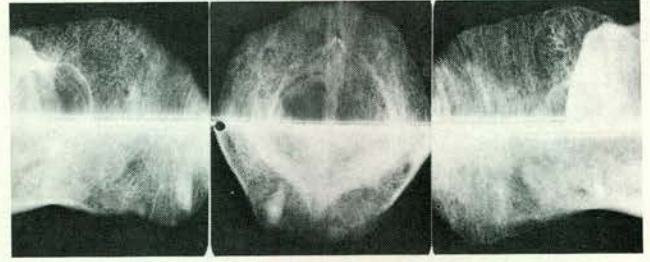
De zogenaamde 'wafel'. Dit is een occlusaal-film die in de lengte is dubbel gevouwen om een 1 mm dik plaatje lood. (Uit: R. E. Silha: The versatile occlusal dental X-ray film. Part III.)
